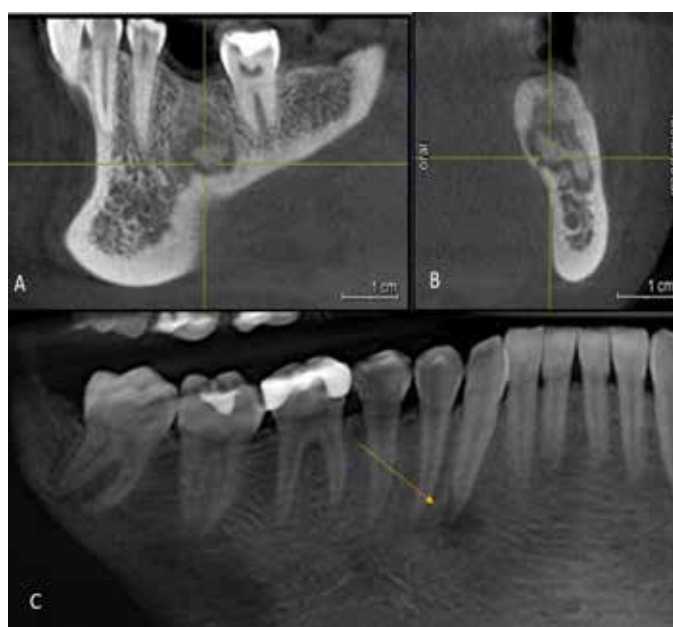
Control de cicatrización a los 3 meses con tomografía computarizada de haz cónico. A: Apariente recidiva lesión en zona de diente 3.6. B: Imagen transversal: lesión con centro hiperdenso de forma irregular y halo hipodenso periférico. C: Imagen panorámica: hallazgo incidental de lesión hipodensa en el lado derecho de mandíbula, asociada a ápice de diente 4.3 (flecha).
